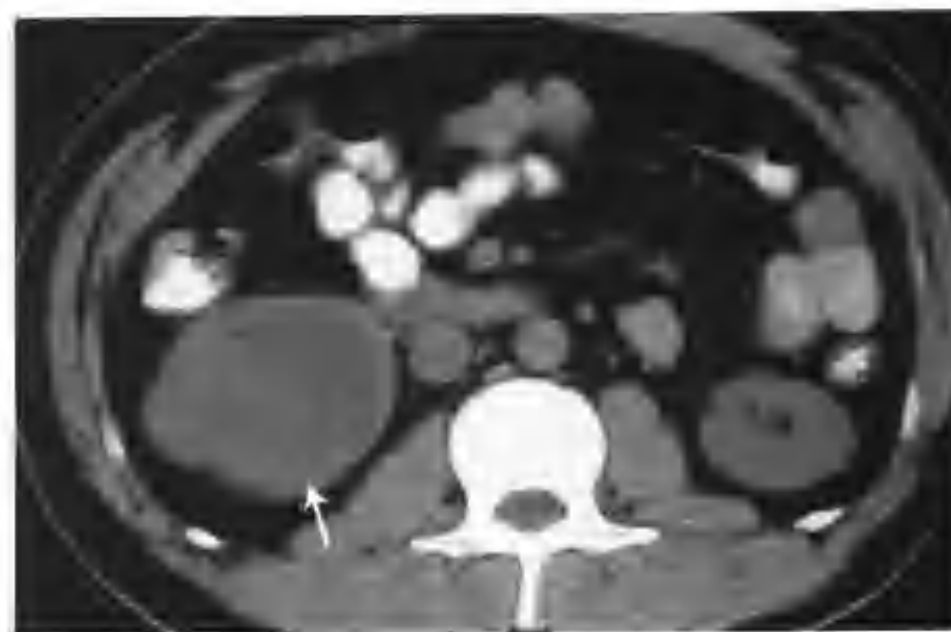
右肾透明细胞癌 (CT 平扫见右肾中下极有一个 5.0cm × 5.5cm 的稍低密度肿物 (箭头))
